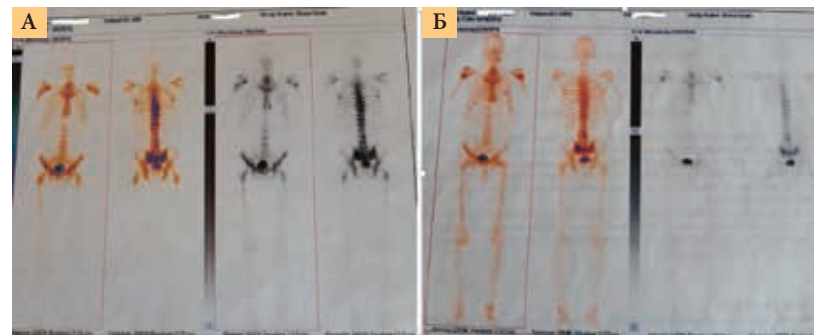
Метастазы в костной системе при гаммасцинтиграфии (А – май 2015 г.) и динамика на фоне терапии (Б – май 2016 г.)
